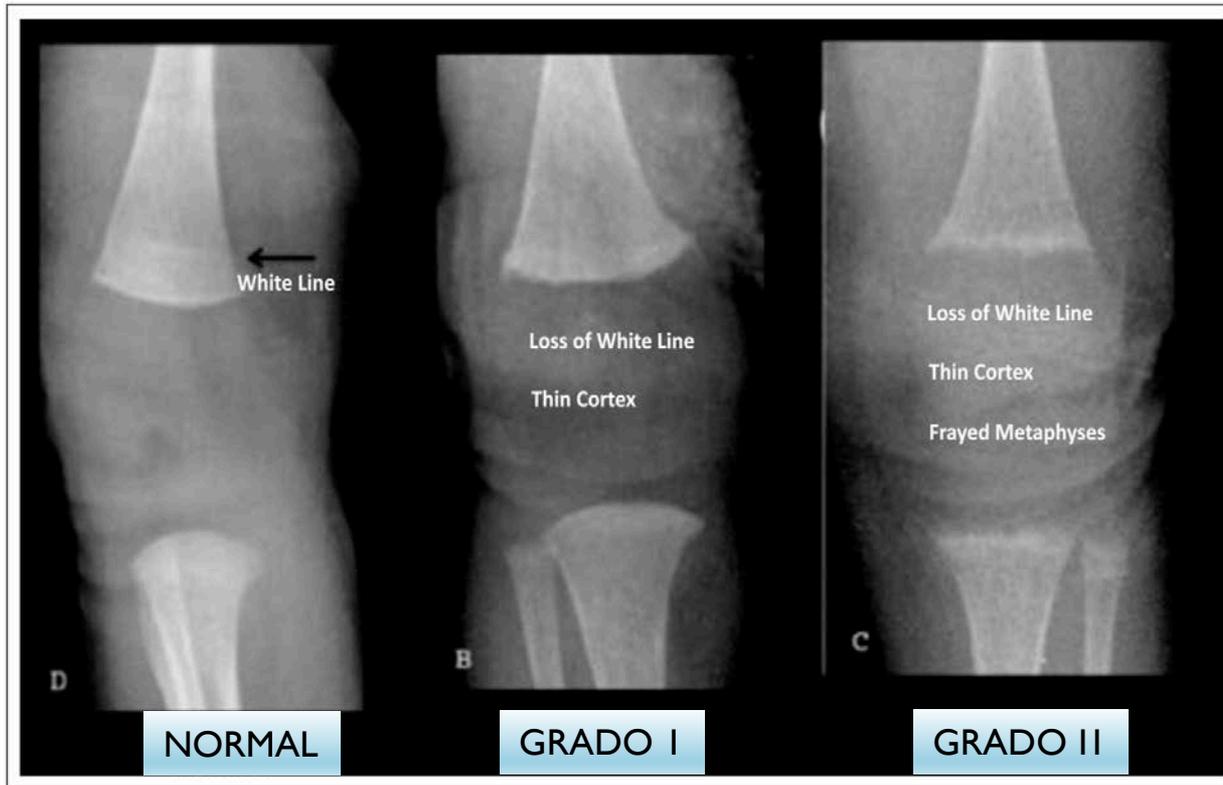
Knee radiographs.
